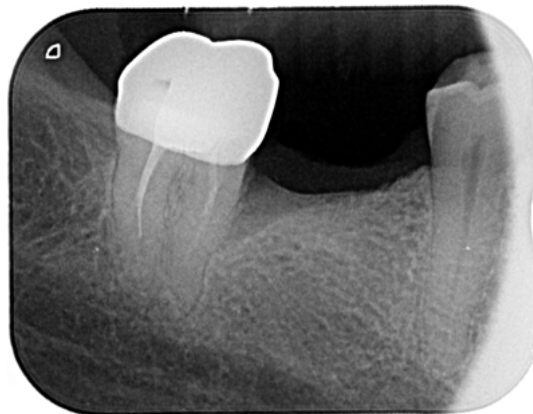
Radiographie rétro-alvéolaire en vue de la pose d'implant en 46, cas du Dr J. Boucher
